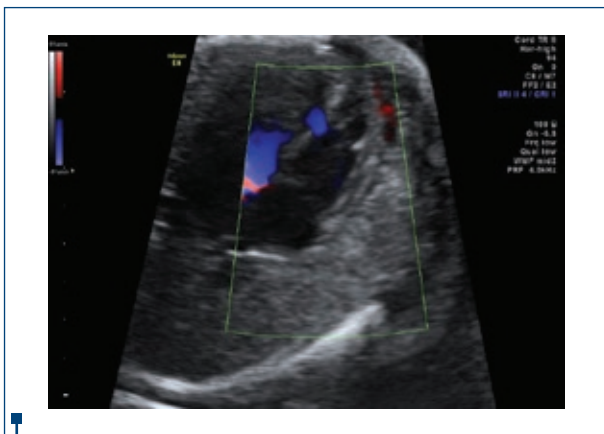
DSV muscular (imagine 4 camere Doppler Color)
